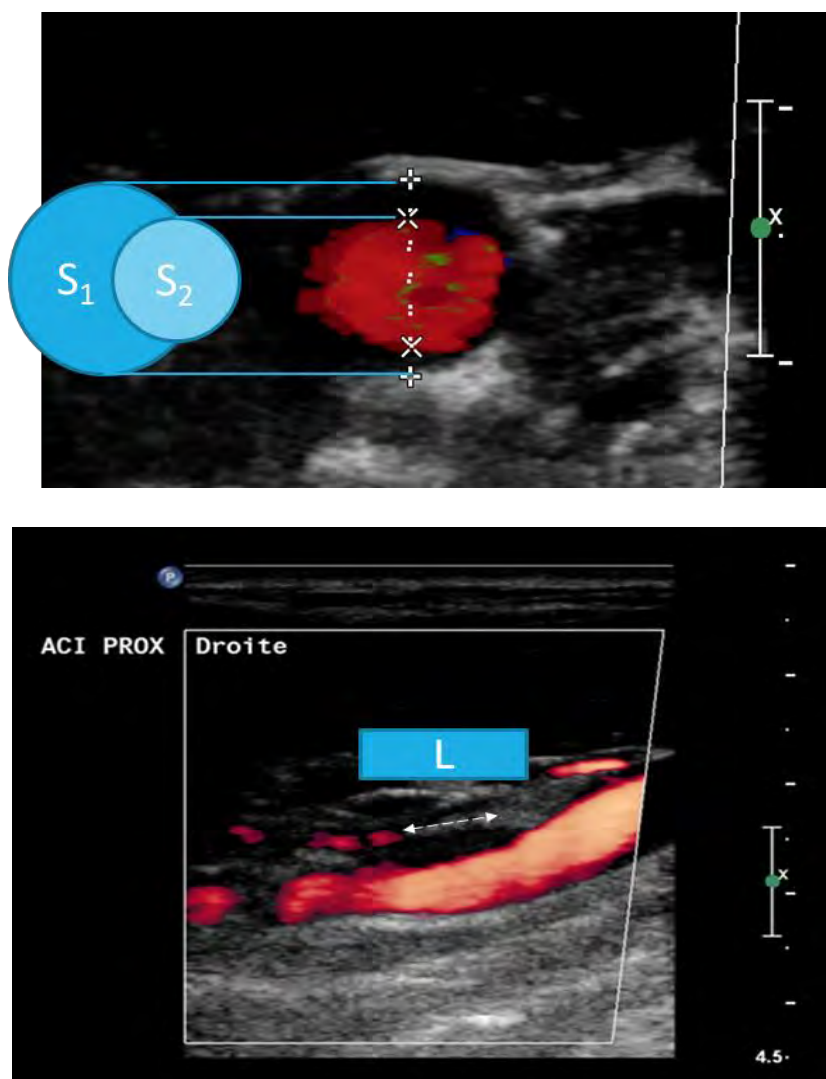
Mesures de la longueur totale, du diamètre total et du diamètre résiduel d'une plaque d'athérome carotidienne en échodoppler.
